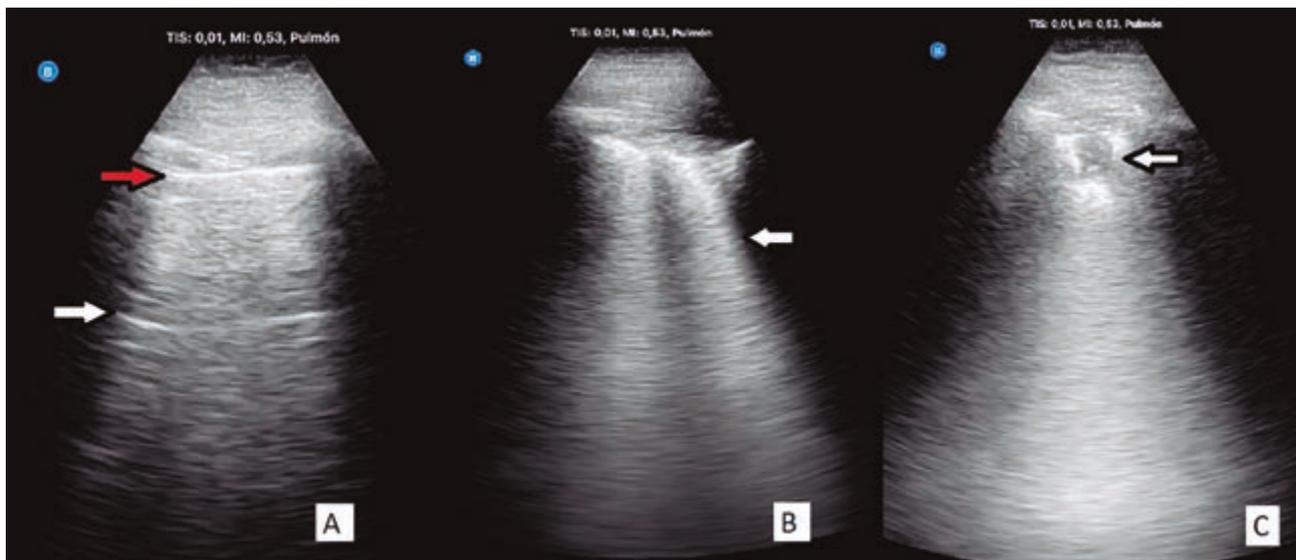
A: imagen estática de ecografía pulmonar normal, con línea pleural (flecha roja) que en imagen dinámica tiene un movimiento llamado deslizamiento pleural o “sliding”; la flecha blanca señala una línea A, que se observan en el pulmón aireado. B: Líneas B confluentes que corresponde al patrón intersticial típico de la neumonitis en COVID-19. C: Consolidación subpleural.
